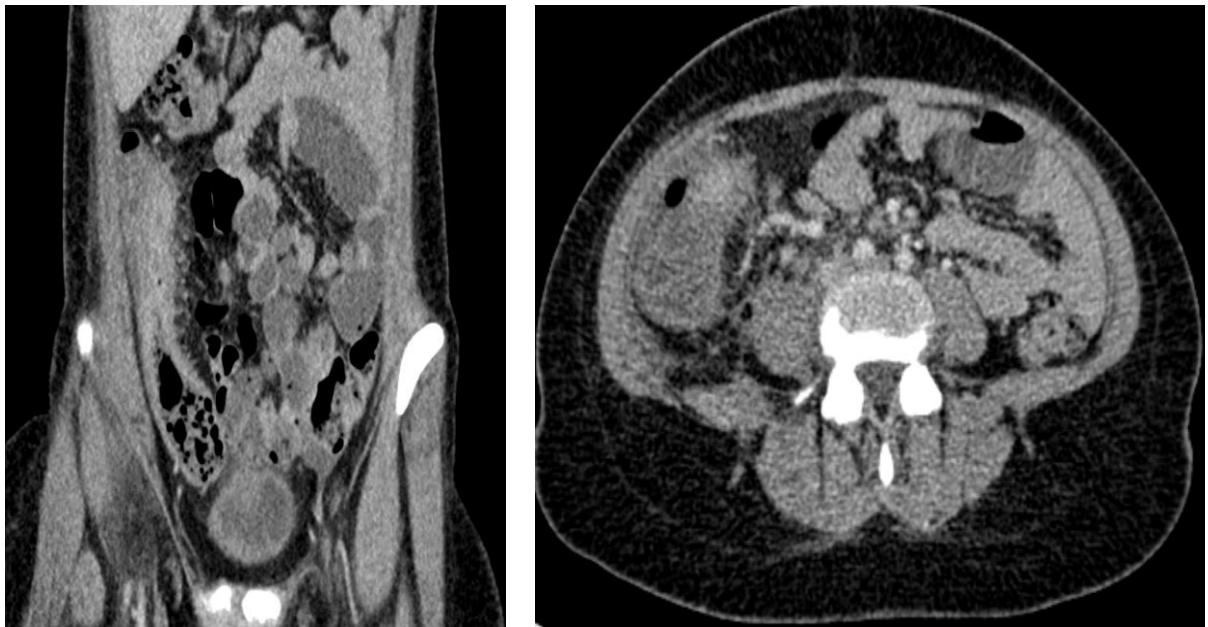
Un épaissement circonférentiel du ceacum avec une importante infiltration de la graisse mésentérique réalisant un aspect peigné chez un patient atteint de MC objectivé à la TDM abdominale (réalisée à l'HMA de Marrakech).
